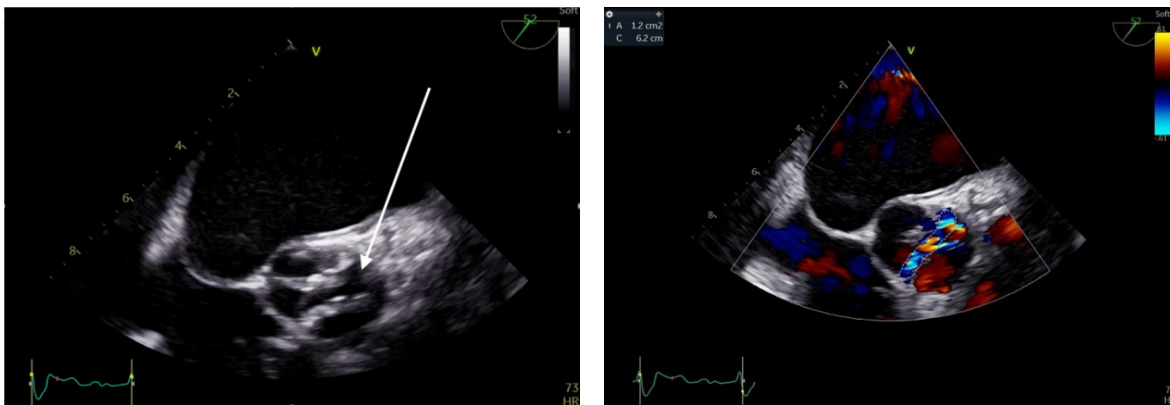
ETE, ax scurt la nivelul valvei aortice, bidimensional (stânga) și cu suprapunerea Doppler-ului color (dreapta). Se constată o valvă aortică bicuspă, cu deschidere limitată (săgeata), cu flux sistolic turbulent. Aria orificiului de deschidere valvular este de $1,2 \text{ cm}^2$ măsurată planimetric, corespunzătoare unei stenoze aortice medii.
